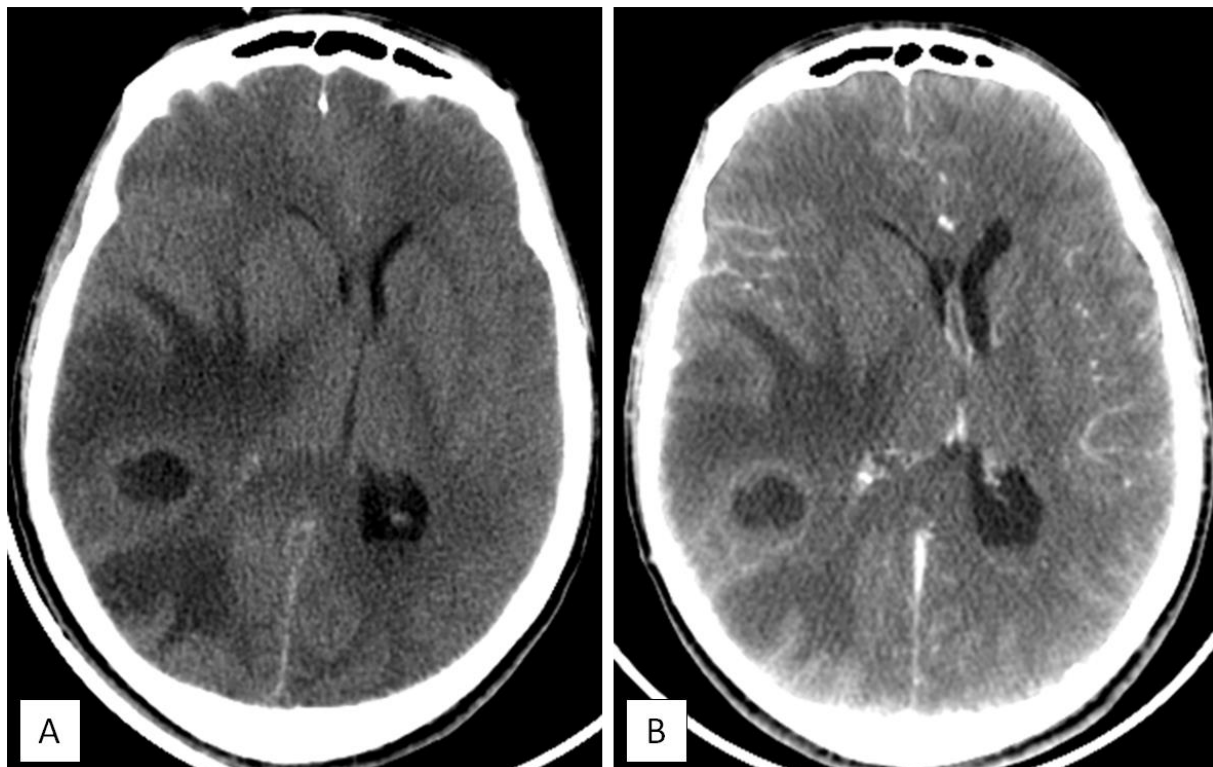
La TDM cérébrale sans injection montre une lésion arrondie hypodense temporo-occipitale droite à double composante tissulaire et kystique (coupe axiale : A), cerclée d'une paroi rehaussée modérément après injection (coupe axiale : B), et entourée par une hypodensité périphérique en rapport avec l'œdème périlésionnel, avec début d'engagement temporal et engagement sous falcoriel.
